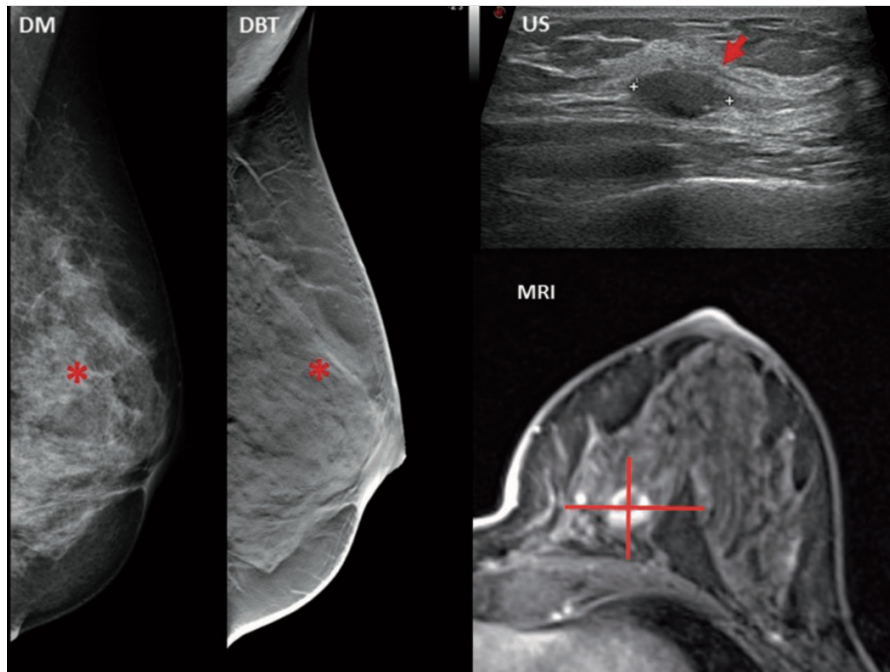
Exemple d'un carcinome tubuleux détecté en échographie (US) non visible en mammographie 2D (DM) et tomosynthèse (DBT) chez une femme de 56 ans asymptomatique aux seins extrêmement denses (de type D de la classification BI-RADS).
